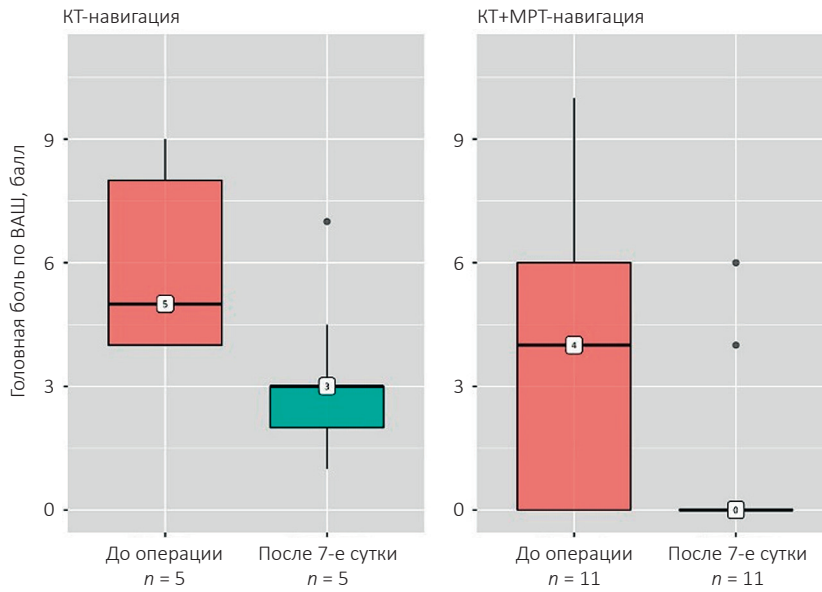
Динамика интенсивности головной боли в дооперационном периоде и через 7 дней после операции в группах КТ-навигации и КТ-МРТ-навигации
